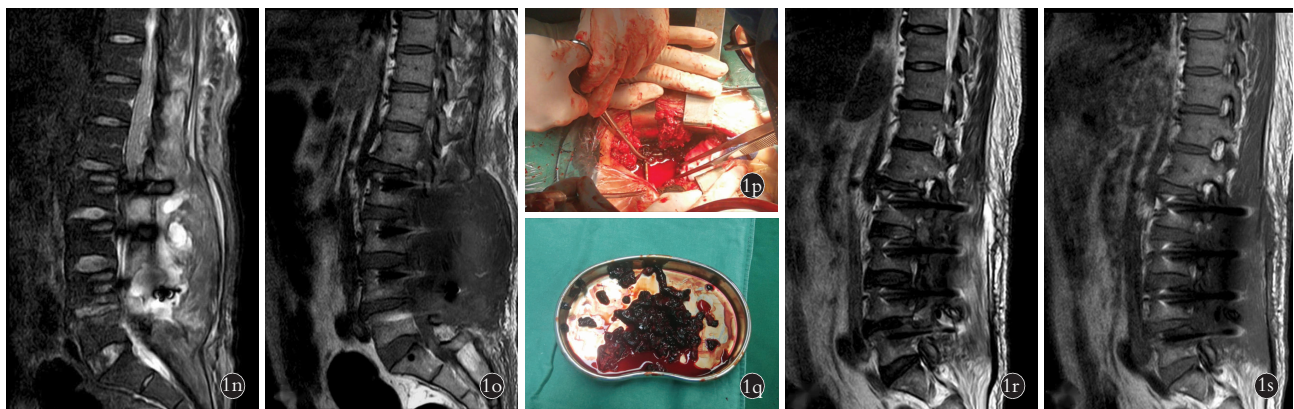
患者,男,62 岁,脊柱术后症状性硬膜外血肿 1n,1o。第 1 次血肿清除术后 2 d 考虑血肿再次发生,急查腰椎 MRI 示 T₉ 平面以下至 L₁ 平面脊膜囊背侧条形异常信号影,L₂-L₅ 平面椎后术区异常改变,考虑包裹性积血、积液,考虑血肿再次形成 1p,1q。第 2 次血肿清除术中仍可见大量黑色血凝块 1r,1s。第 2 次血肿清除术后 5 d 复查腰椎 MRI 示(与 1n,1o 相比)L₂-L₅ 平面椎后术区渗出较前明显减轻 1t。第 2 次血肿清除术后 2 个月复查腰椎 X 线片示不稳椎体复位良好,内固定系统位置良好
